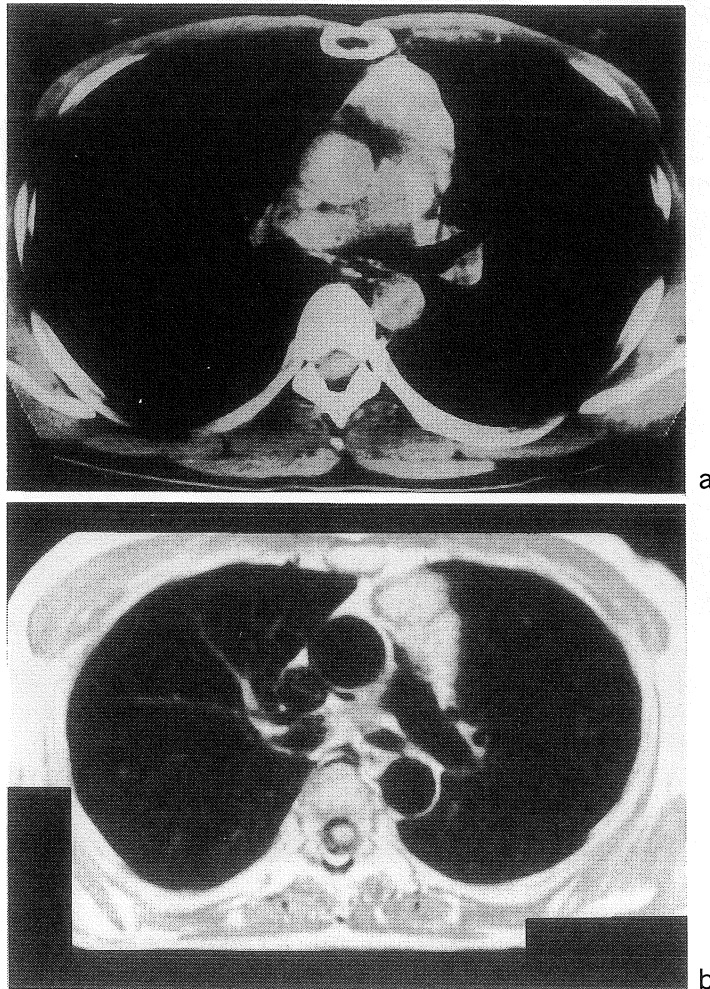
a；症例 4 の胸部 CT. 前縦隔部に胸腺を認める。
